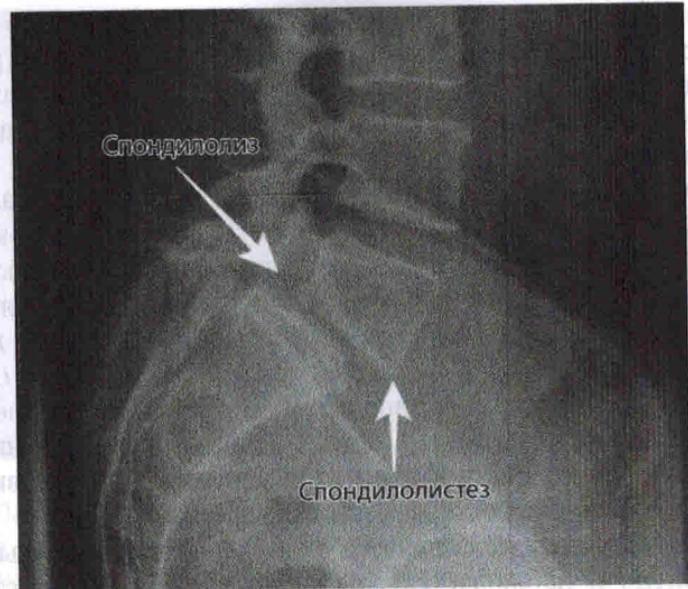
Пациент Б., 42 года. Боковая рентгенограмма области пояснично-крестцового перехода. Спондилолиз L<sub>5</sub> позвонка, осложненный спондилолистезом (указаны стрелками) на  $\frac{1}{3}$  поперечного диаметра тела позвонка. Клинически — признаки каудогенной перемежающейся хромоты
